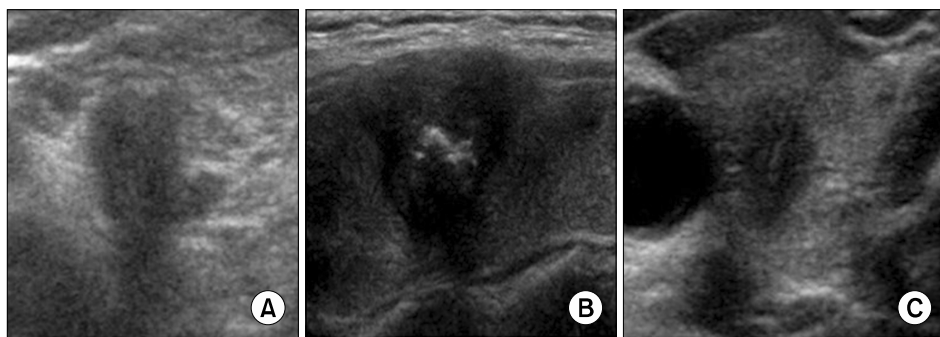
Categorization of ultrasound results with relationship between tumor and thyroid capsule. (A) Group 1: Capsular abutment; which is no tissue between capsule and tumor (B) Group 2: Capsular protrusion; it means loss of perithyroidal echogenic rim between capsule and thyroid tumor (C) Group 3: Tumor is well contained inside thyroid capsule without any abutment or protrusion with capsule.
